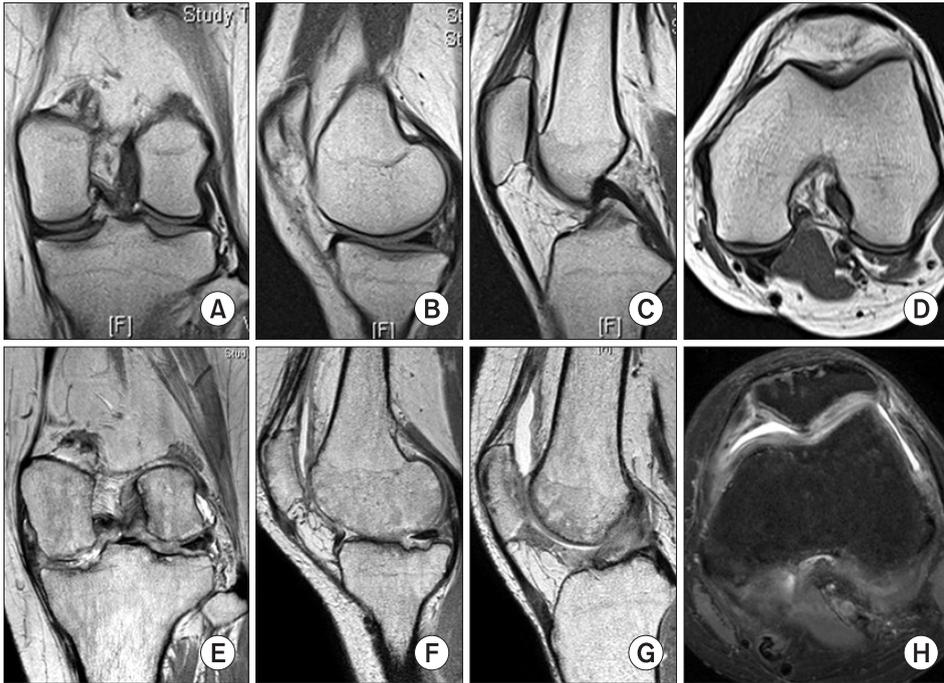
MR images of a 29-year-old female before arthroscopic procedure show a medial pathologic plica without any other conditions in the left knee (A-D). MR images 11 months after arthroscopic procedure show tricompartmental chondrolysis, focal chondral defect of medial tibial condyle and trochlea groove and complex tear of medial meniscus posterior horn (E-H).
